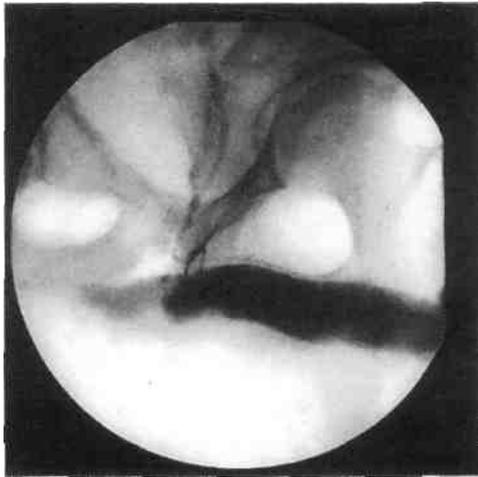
Кавернозограмма. Патологический венозный дренаж по системе глубокой дорсальной вены. Эрекция установлена при скорости инфузии 230 мл/мин.
